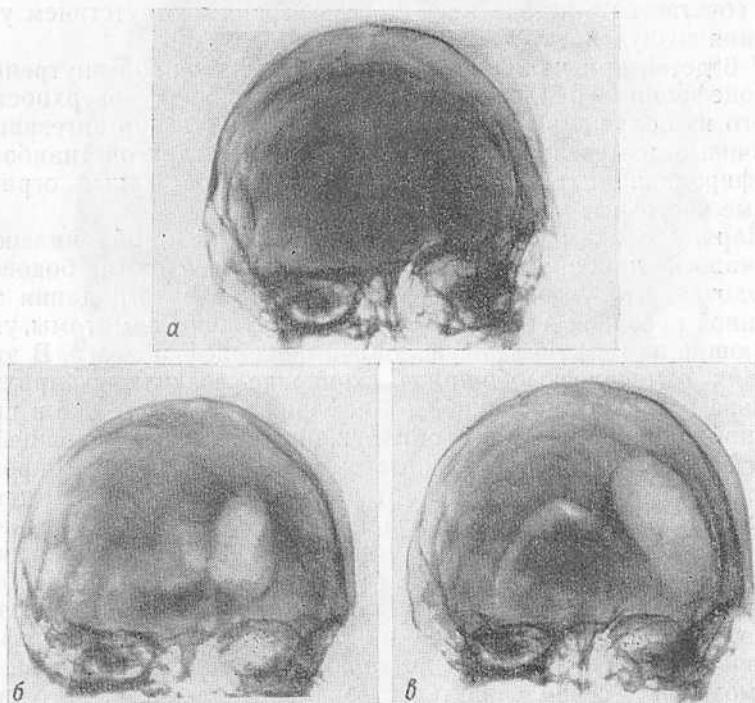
Рентгенограммы черепа больной В., 10 лет. Диагноз: фокальная эпилепсия на почве родовой травмы.
